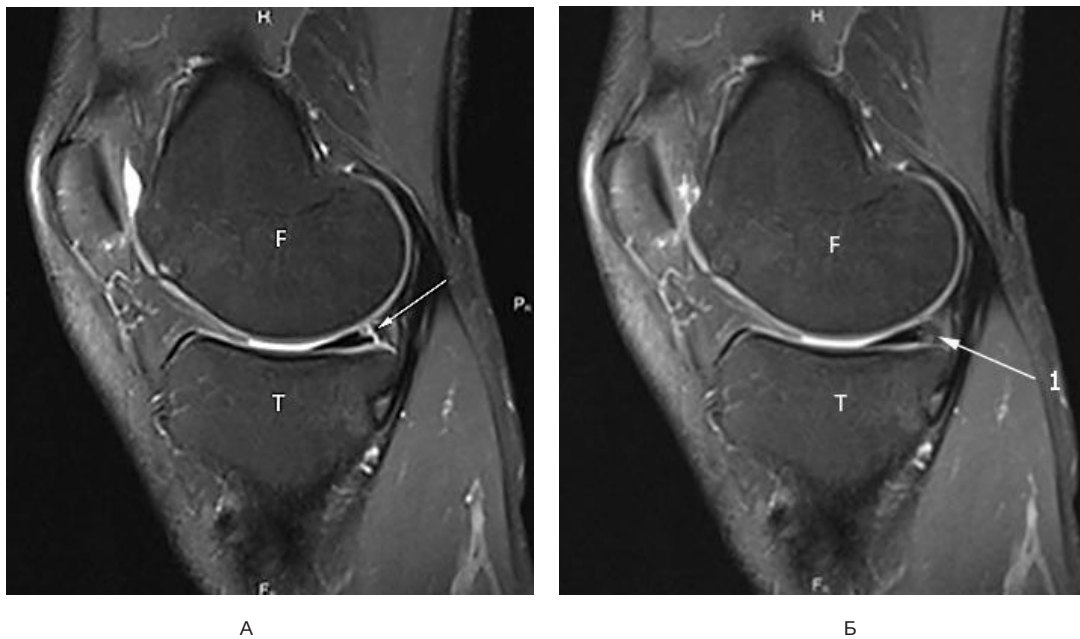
МРТ-сканування колінного суглоба при розриві заднього рогу медіального меніска;
